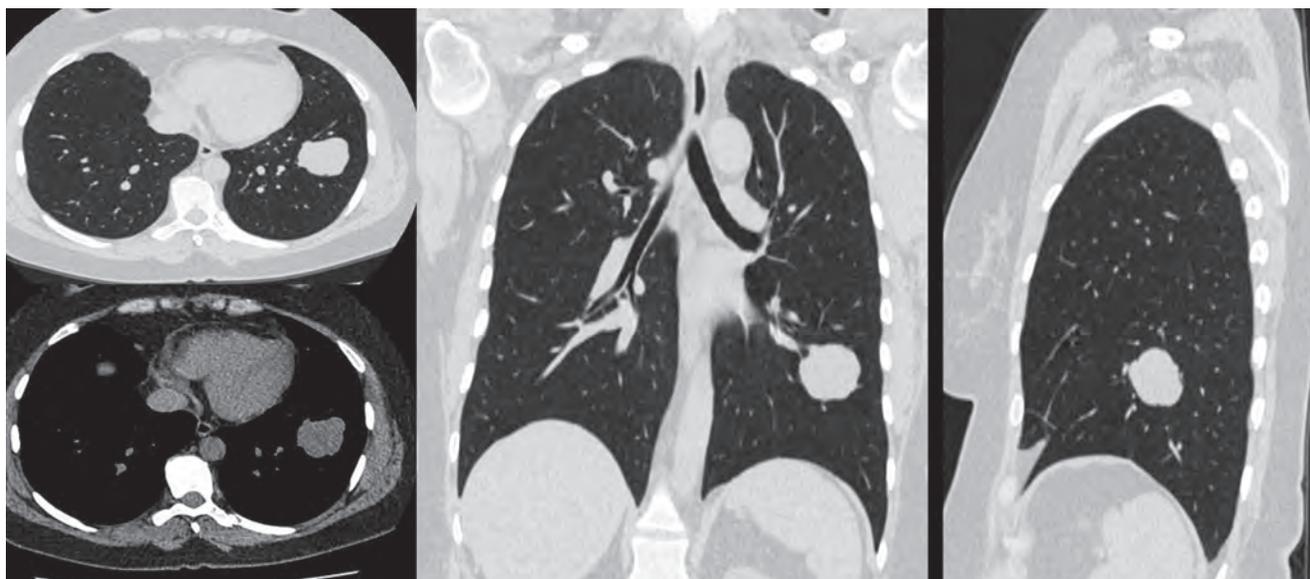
Контрольная МСКТ пациентки через 8 лет после операции на трахее. Мягкотканное однородное образование размером 3,0 см в нижней доле левого легкого
